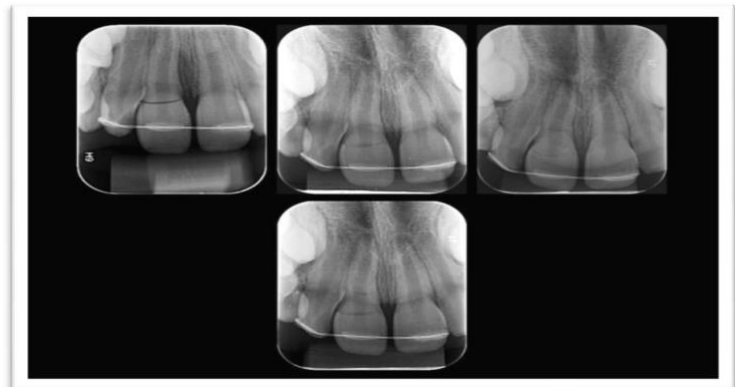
Radiografias periapicais. Caso clínico citado por CUNHA (2016)
